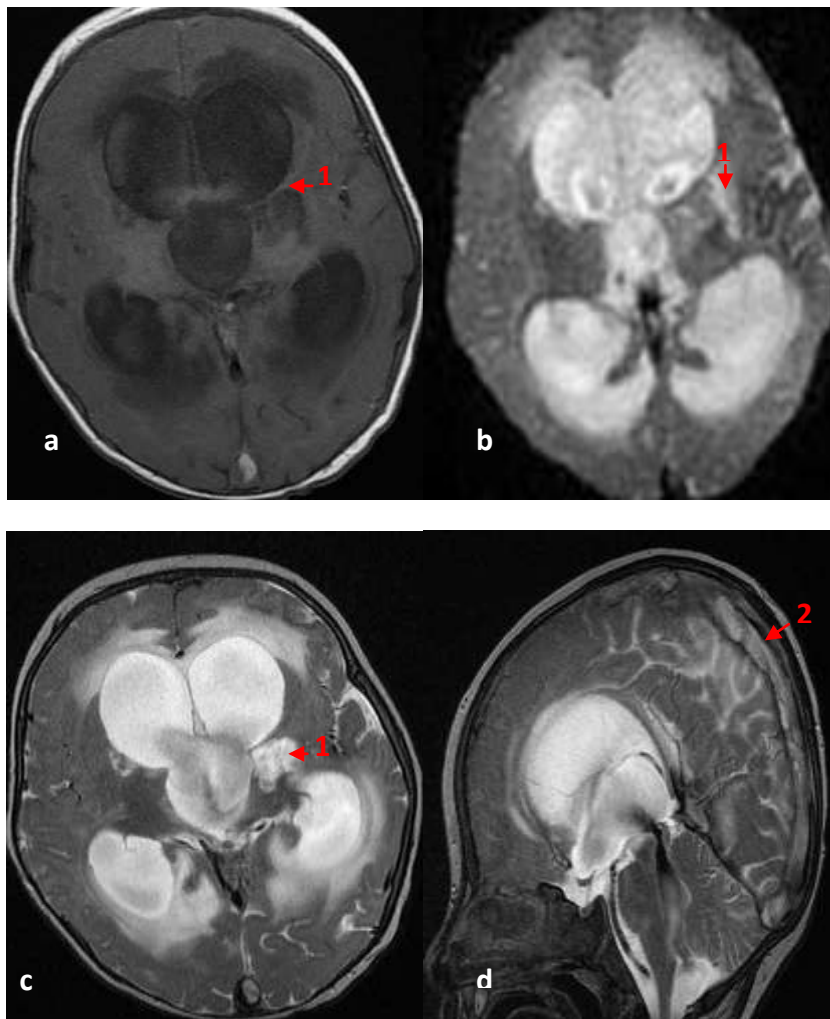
Lésion ischémique thalamique gauche et thrombose du SLS à l'IRM
